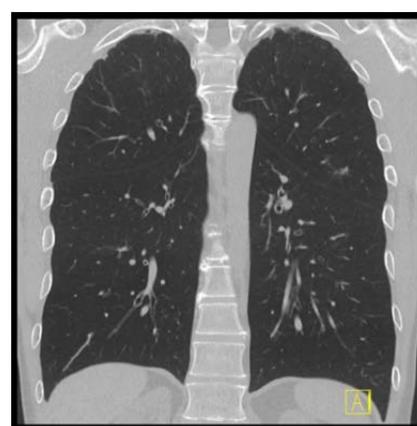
Sn100kVを用いた胸部超低線量CT画像(実効線量0.1mSv)
